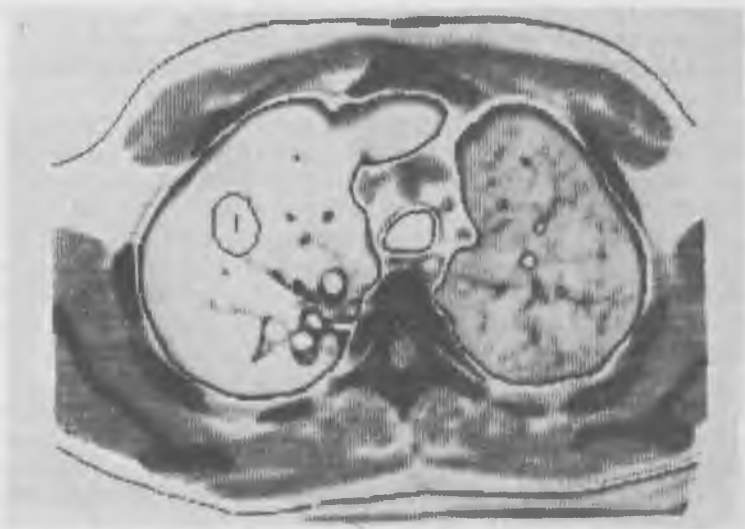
КТ больного 37 лет на уровне нижнего края грудино-ключичного сочленения. Кистозная гипоплазия верхней доли правого легкого. Круглые просветления бронхиальных кист на фоне выраженной эмфиземы, плотность верхней доли на выдохе  $-929$  Н. Передняя медиастинальная грыжа справа налево.
